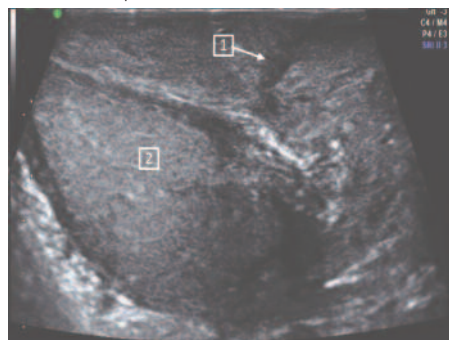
УЗИ мошонки. 1 – наружный свищ мошонки, 2 - яичко
